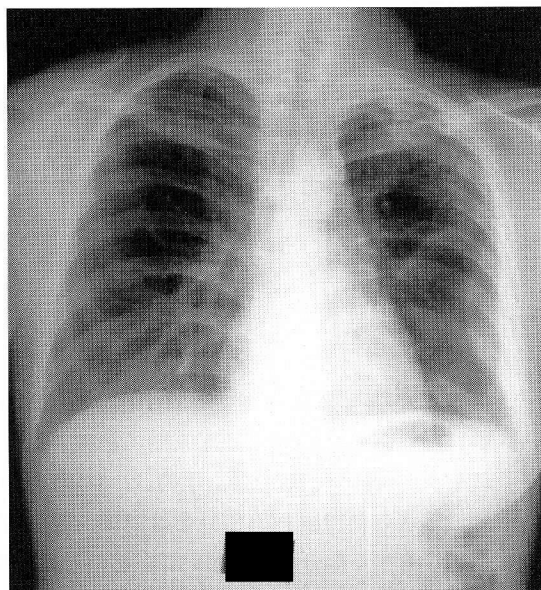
Chest X-ray showed infiltration shadow in the left upper field.
